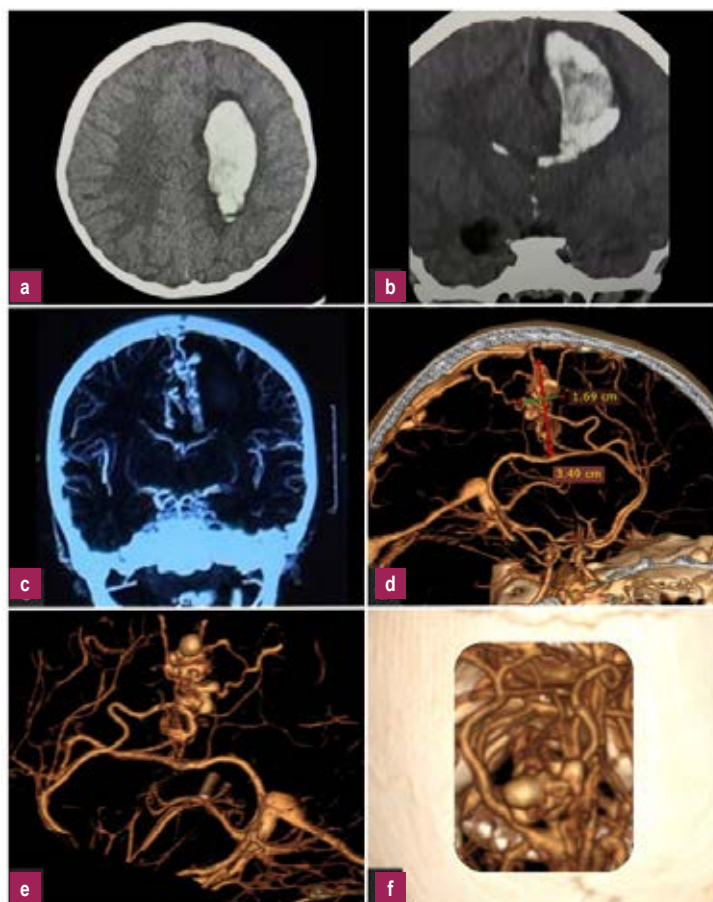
La TC cerebral mostró un hematoma intracraneal fronto-parietal (a) con extensión ventricular (b). La angioTC evidenció una malformación arteriovenosa precentral de Spetzler-Martin III+ (T2E1D0) con nido compacto medial al hematoma (c), con diámetros de 3,5x1,7x1,0 cm y volumen estimado de 3 ml, con un único aferente (diámetro de 1,9 mm) de ACAd y 3 venas de drenaje superficiales al seno sagital superior (d). Se observaron varios aneurismas intranidales (e). En (f) se muestra una reconstrucción 3D de la vista intraoperatoria a través de una craneotomía parasagital parietal.
